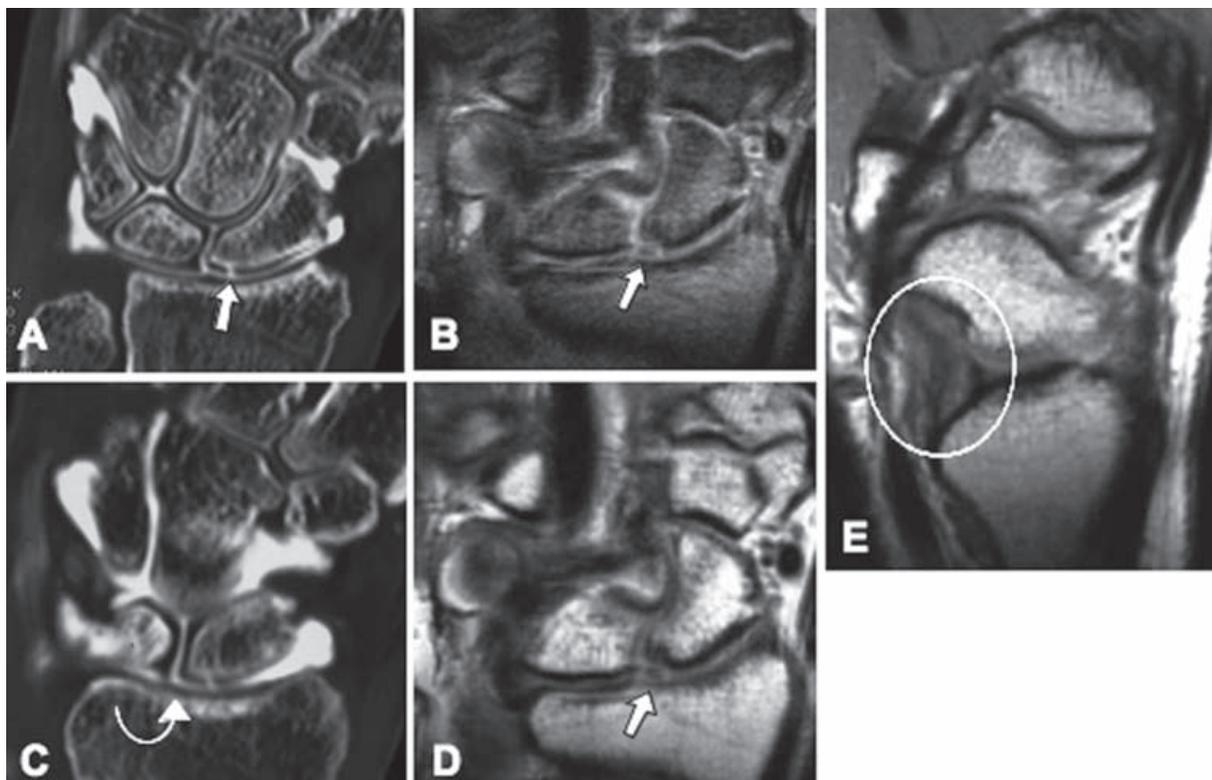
Elongation du ligament radio-scapho-capital et rupture du ligament intrinsèque scapho-lunaire. La rupture du ligament scapho-lunaire est bien démontrée sur les coupes frontales antérieures de l'arthro-CT, révélant le passage de produit de contraste de l'articulation radio-carpienne vers la médio-carpienne (a, c flèche courbe). L'arthro-CT permet de détecter en outre une fissure chondrale au niveau de la surface proximale du scaphoïde (a, flèche droite). Sur les coupes coronales de l'IRM (obtenues en densité protonique avec (b) et sans (d) saturation de la graisse), un petit défaut osseux sous-chondral est mis en évidence au niveau du pôle proximal du scaphoïde ainsi qu'une petite zone en hyposignal (b et d). L'arthroscopie a permis de déceler un petit fragment cartilagineux avulsé, difficile à identifier sur l'IRM, même a posteriori (b et d, flèche). La coupe sagittale en densité protonique (e) montre un ligament radio-scapho-capital d'aspect détendu.
